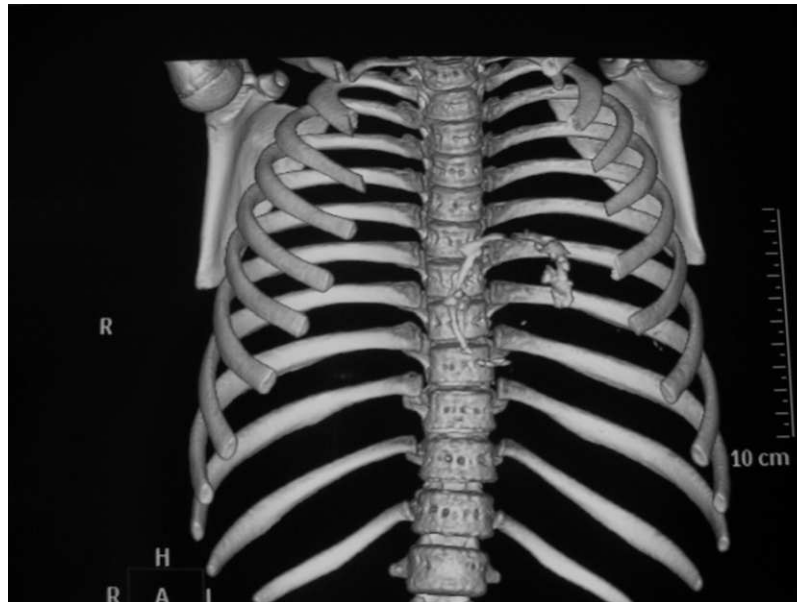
TAC Multicorte. Reconstrucción del plano frontal que muestra el surco AV calcificado.
